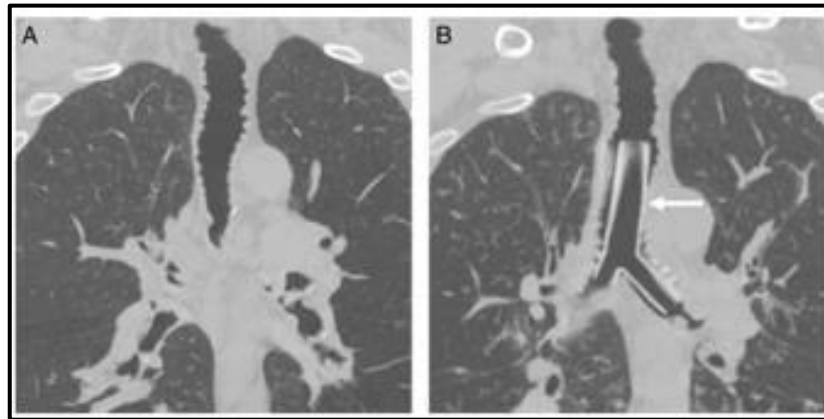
A) Corte coronal de tomografia de tórax evidenciando traqueobroncopatia osteocondroplásica complicada como traqueobroncomalácia. B) Aplicação de stent traqueal em Y (seta).
